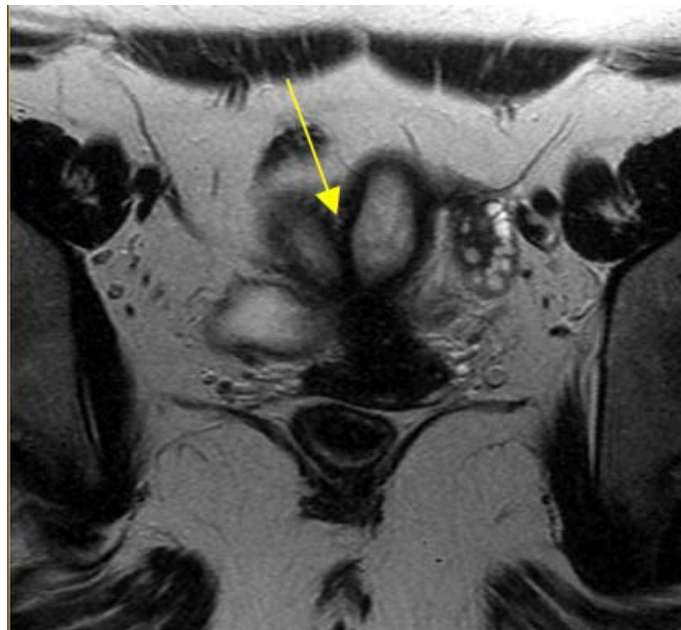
b : Correspondance en IRM
